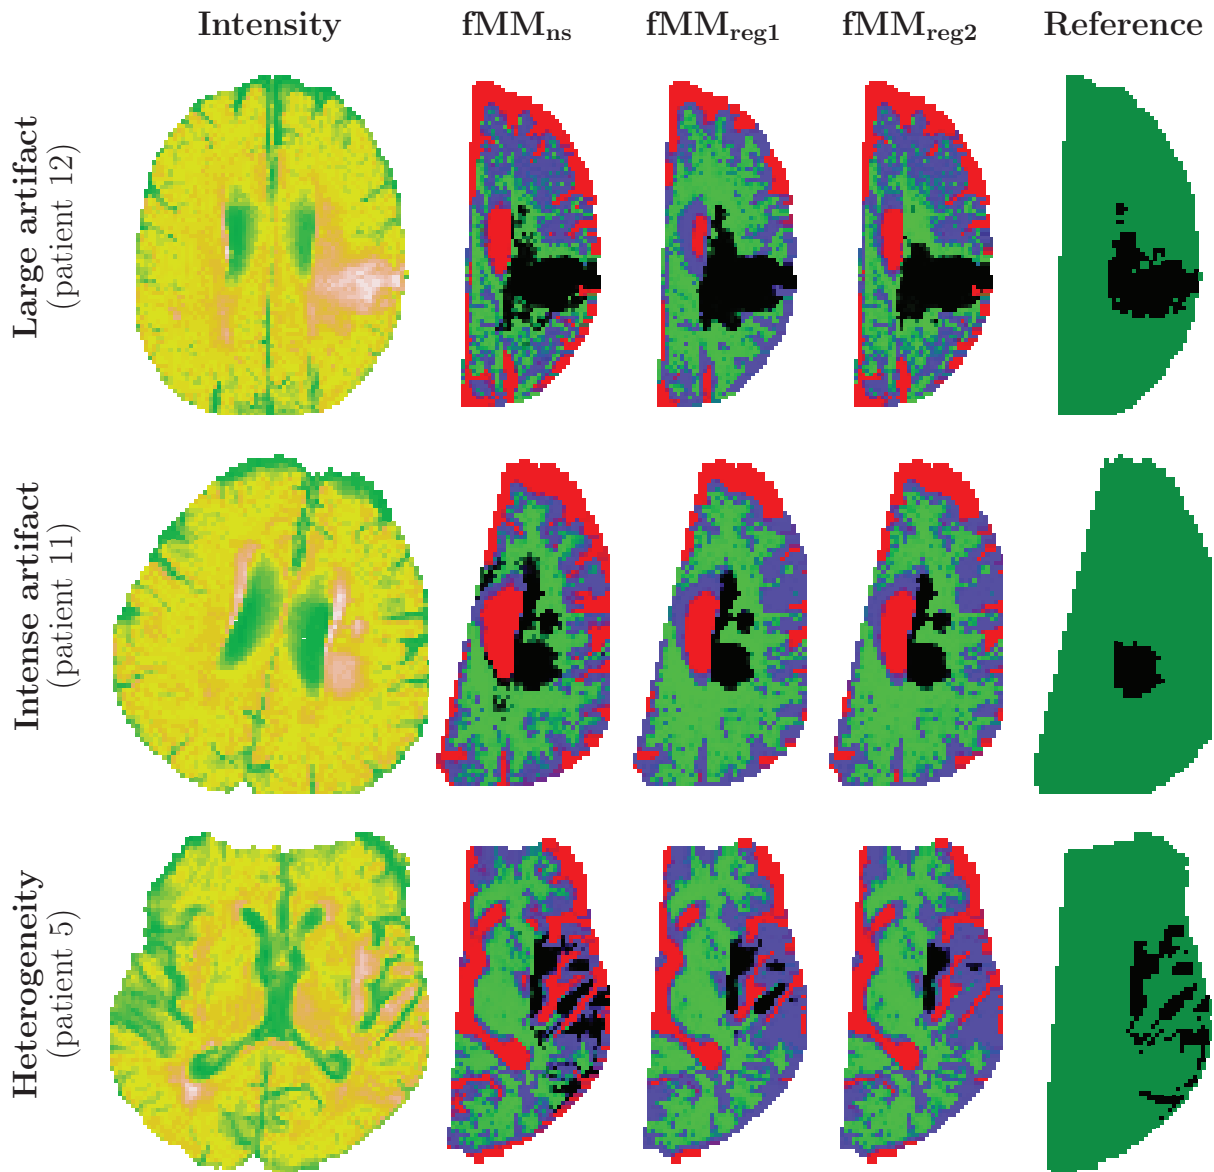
Results of the mixture models applied to Patient 5, 11 and 12. From left to right: T2 FLAIR cartography, estimated membership probability for the three mixture models (CSF in red, WM in blue, GM in green, lesion in black) and the corresponding physicians' mask (lesioned tissue in black, healthy tissue in green).
